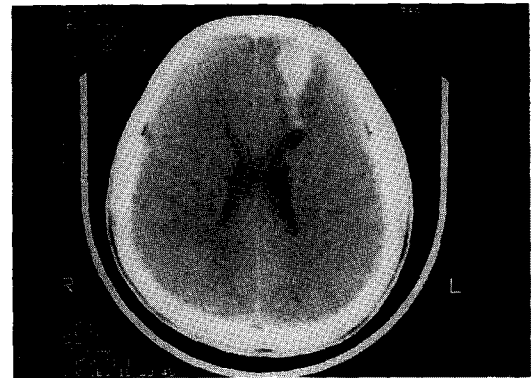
Brain CT showed localized intracerebral hemorrhage in subcortical area of left frontal lobe with surrounding wedge shaped low attenuated lesion
